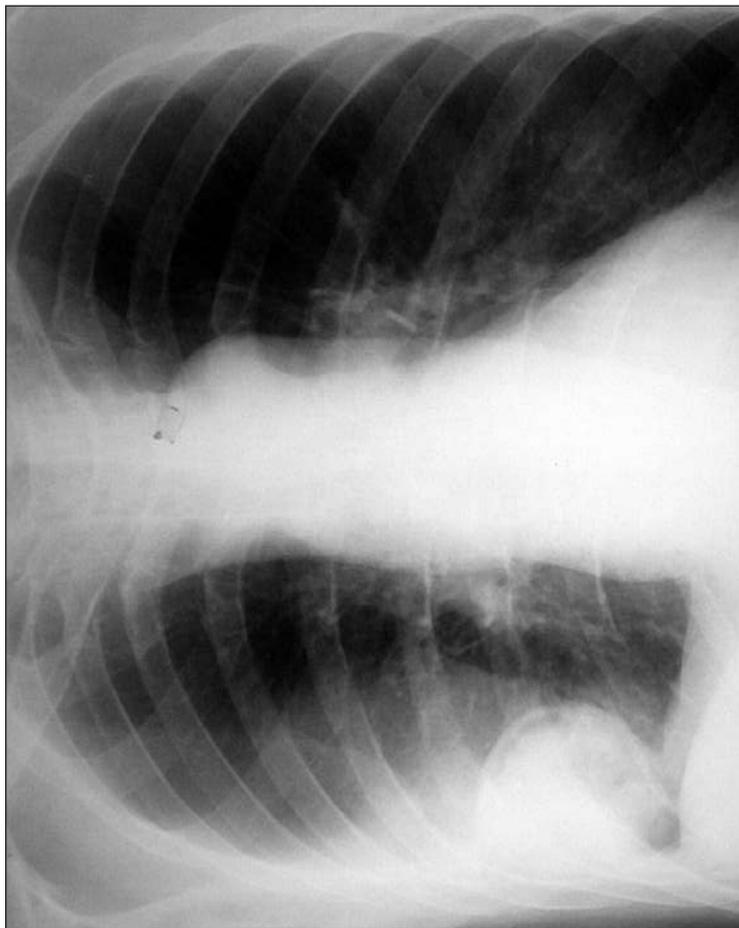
Обзорная рентгенограмма грудной клетки. Окружное образование правого легкого. Эхинококковая киста легкого. Симптом отслоения (Штерна) – признак гибели паразита
